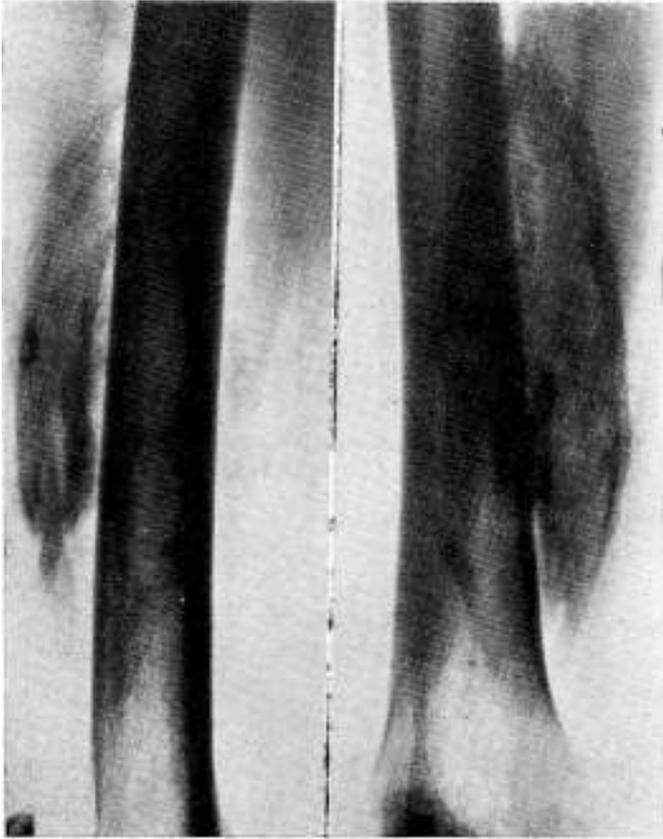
Radiografía de fémur mostrando la enorme masa calcificada del hematoma sub-cuadricipital no evacuado.
